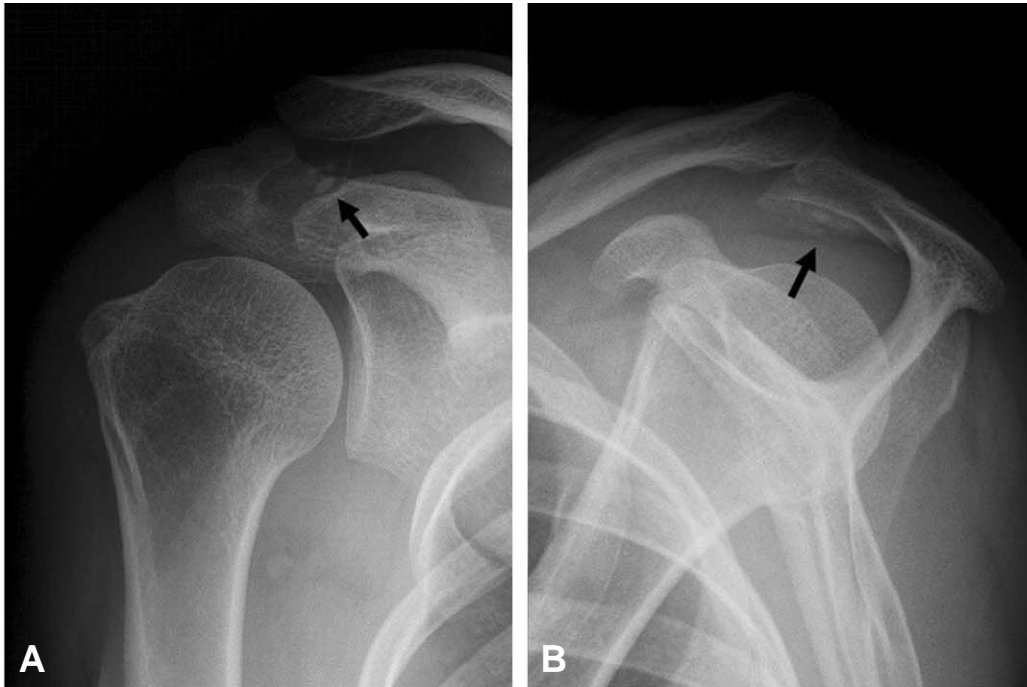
The preoperative right shoulder (A) anteroposterior and (B) lateral radiograph demonstrates radio-opaque loose bodies (black arrow) in the subacromial space and subdeltoid area.
